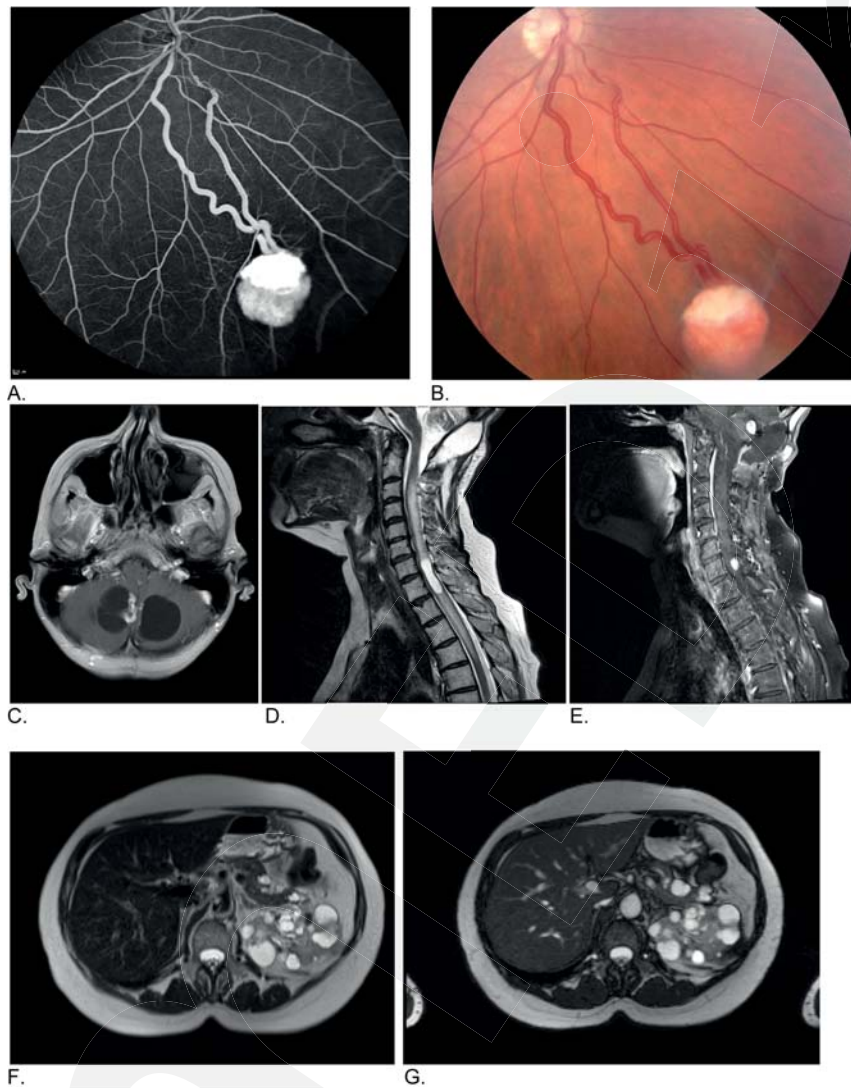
A/B: Fluoreszenzangiographie und fundoskopisches Farbbild eines kapillären Hämangioblastoms der Retina. C.: T1-Gd gewichtete MR-Tomographie des Cerebellums mit bilateralen zystischen Hämangioblastomen. D.: T2-gewichtetes spinales MRT mit zystischem Hämangioblastom des cervikalen Myeloms. E.: T1-Gd gewichtetes spinales MRT mit Darstellung des Kontrastmittel-aufnehmenden Hämangioblastoms (gleicher Patient wie Abbildung d). F/G: MRT des Abdomens (T1-Gd) mit Darstellung multipler Zysten und multitypen Nierenzellkarzinomen
